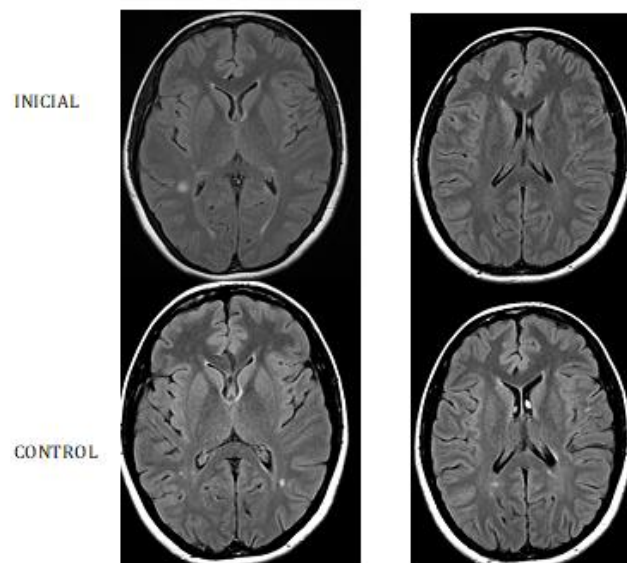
Axiales FLAIR demostrando la diseminación en tiempo.
